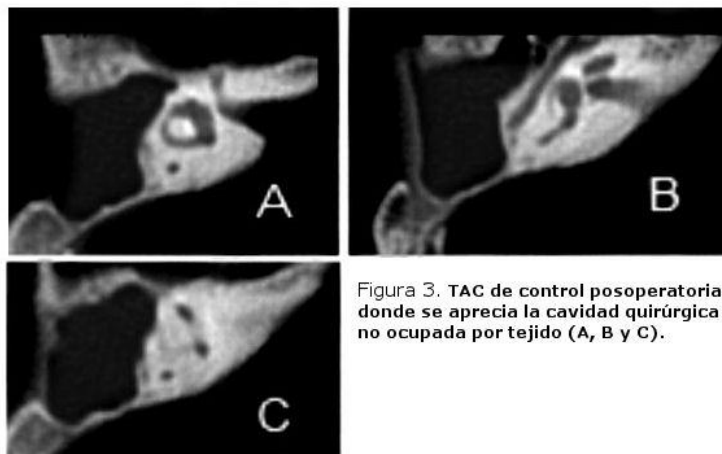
TAC de control posoperatoria donde se aprecia la cavidad quirúrgica no ocupada por tejido (A, B y C).
